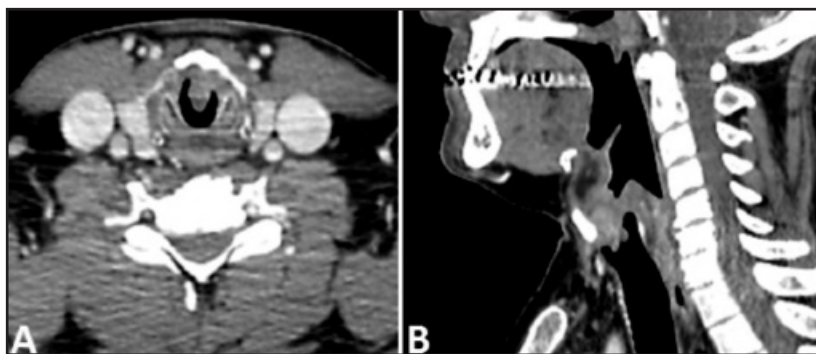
Tomografía axial computarizada con contraste de cuello. A: Corte axial. B: Corte sagital. Lesión subglótica endoluminar de 8 x 10 mm y linfonodos subcentimétricos a nivel de grupos cervicales II, III y IV bilateral.
